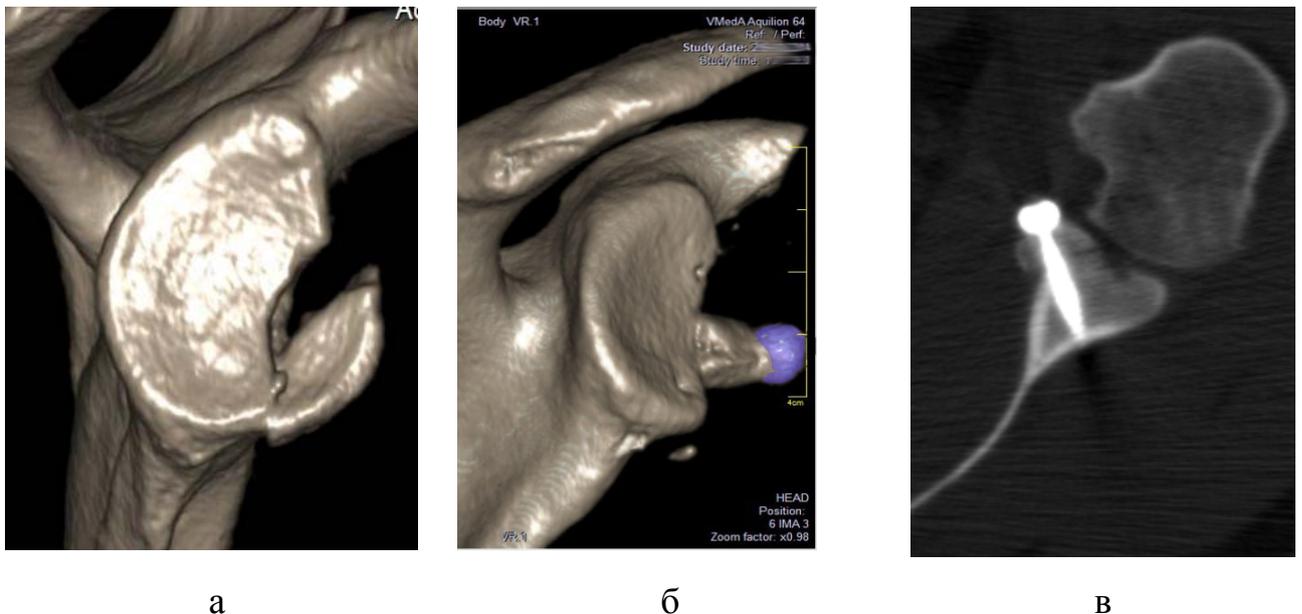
КТ-реконструкция суставного отростка лопатки в 3D-режиме: а – визуализация костного перелома СОЛ в передне-нижнем отделе; б – положение аутографтата после замещения дефекта суставной поверхности; в – положение винта, фиксирующего аутографтат
